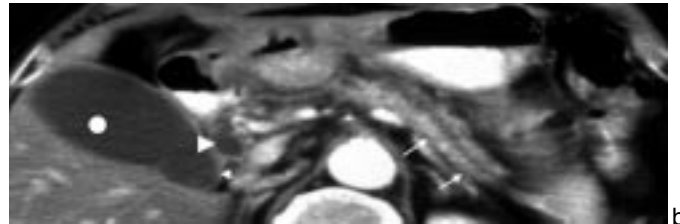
Postcontrast CT images through pancreatic head.
